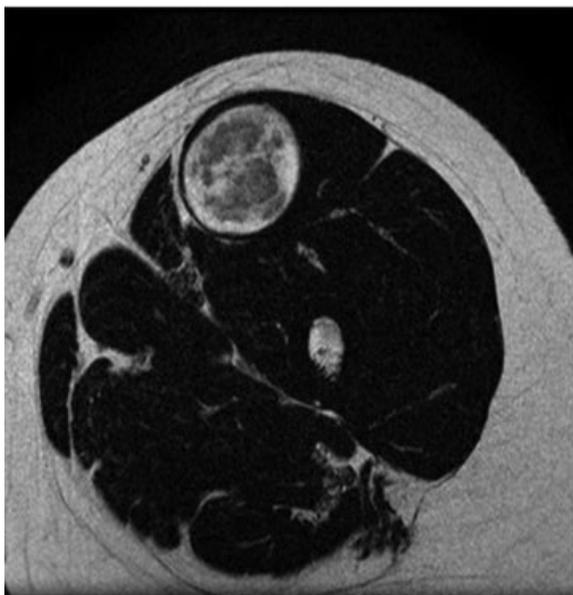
Resonancia magnética en ponderación T2 de muslo izquierdo en corte axial, muestra una lesión de bordes definidos con centro hipointenso y un halo hiperintenso (*target sign*).
